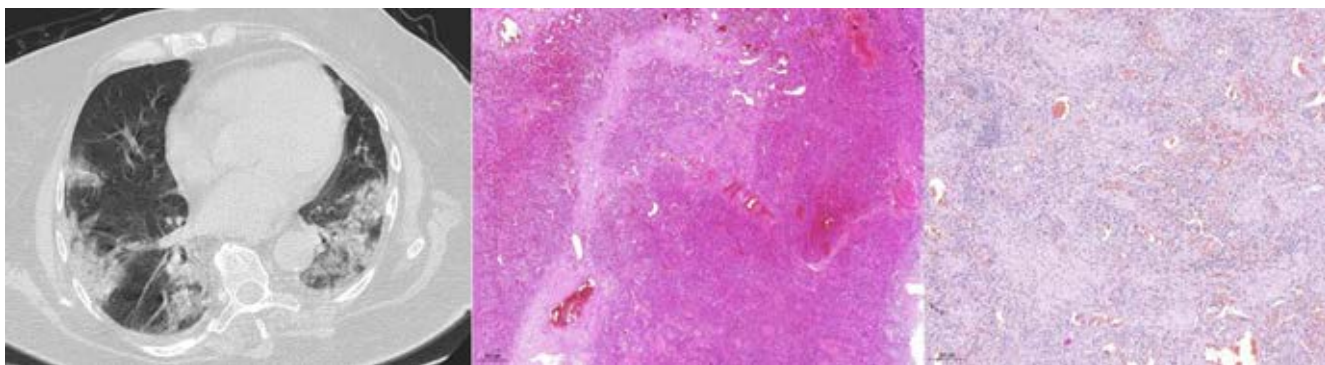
А – КТ признак консолидации. Б – инфаркт-пневмония легкого. В – дистелектаз.
